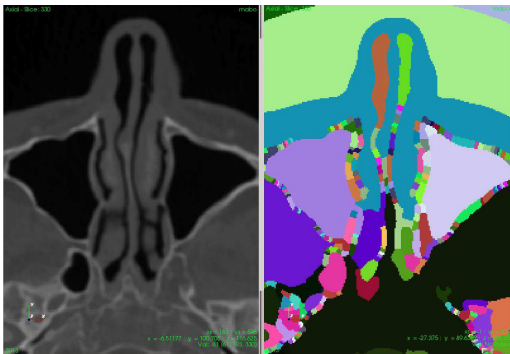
Imagen de un TAC segmentada.
